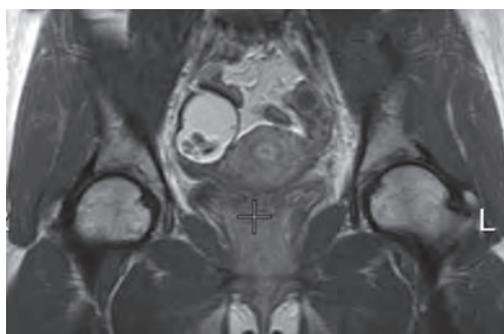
МРТ, корональное T1-ВИ. Дермоидная киста яичника. Киста состоит из жира с мягкоткаными включениями.
